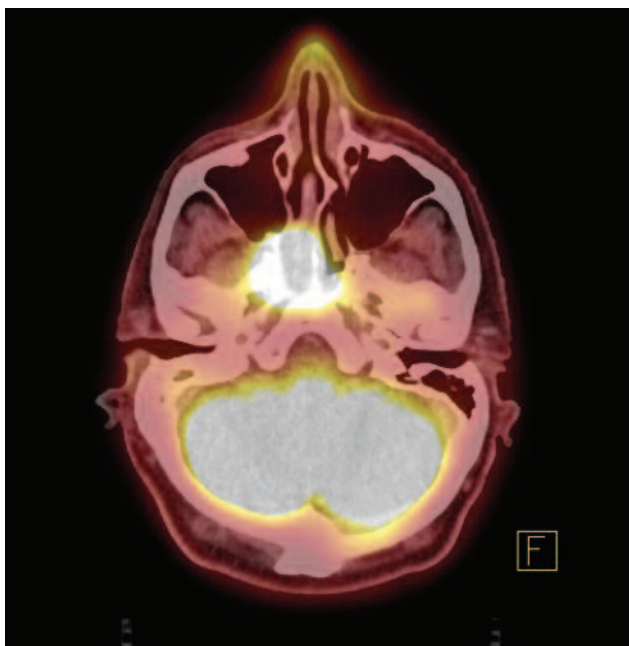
ПЕТ/КТ, аксіальний зріз. Пухлина носоглотки
